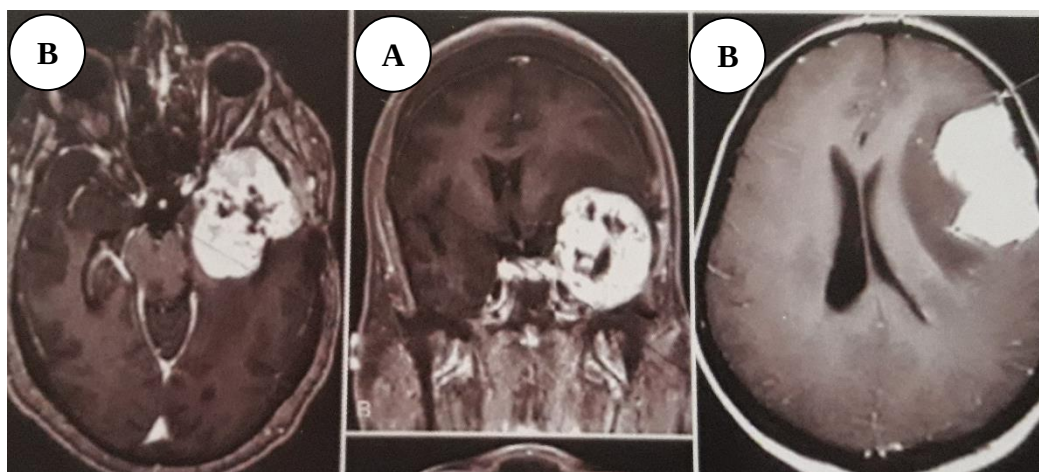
Imagine IRM în secvență T1 cu contrast a unui meningiosarcom ce mimează un meningiom; A – secțiune axială, B – secțiune coronară [85]
